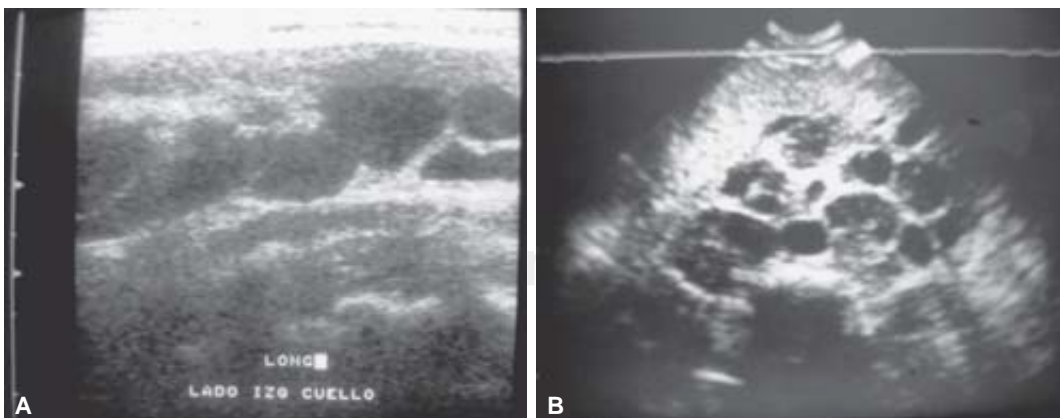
(A) Imagen de ultrasonido que muestra crecimiento ganglionar en cadenas del cuello, además de crecimiento ganglionar retro e intraperitoneal (B).
